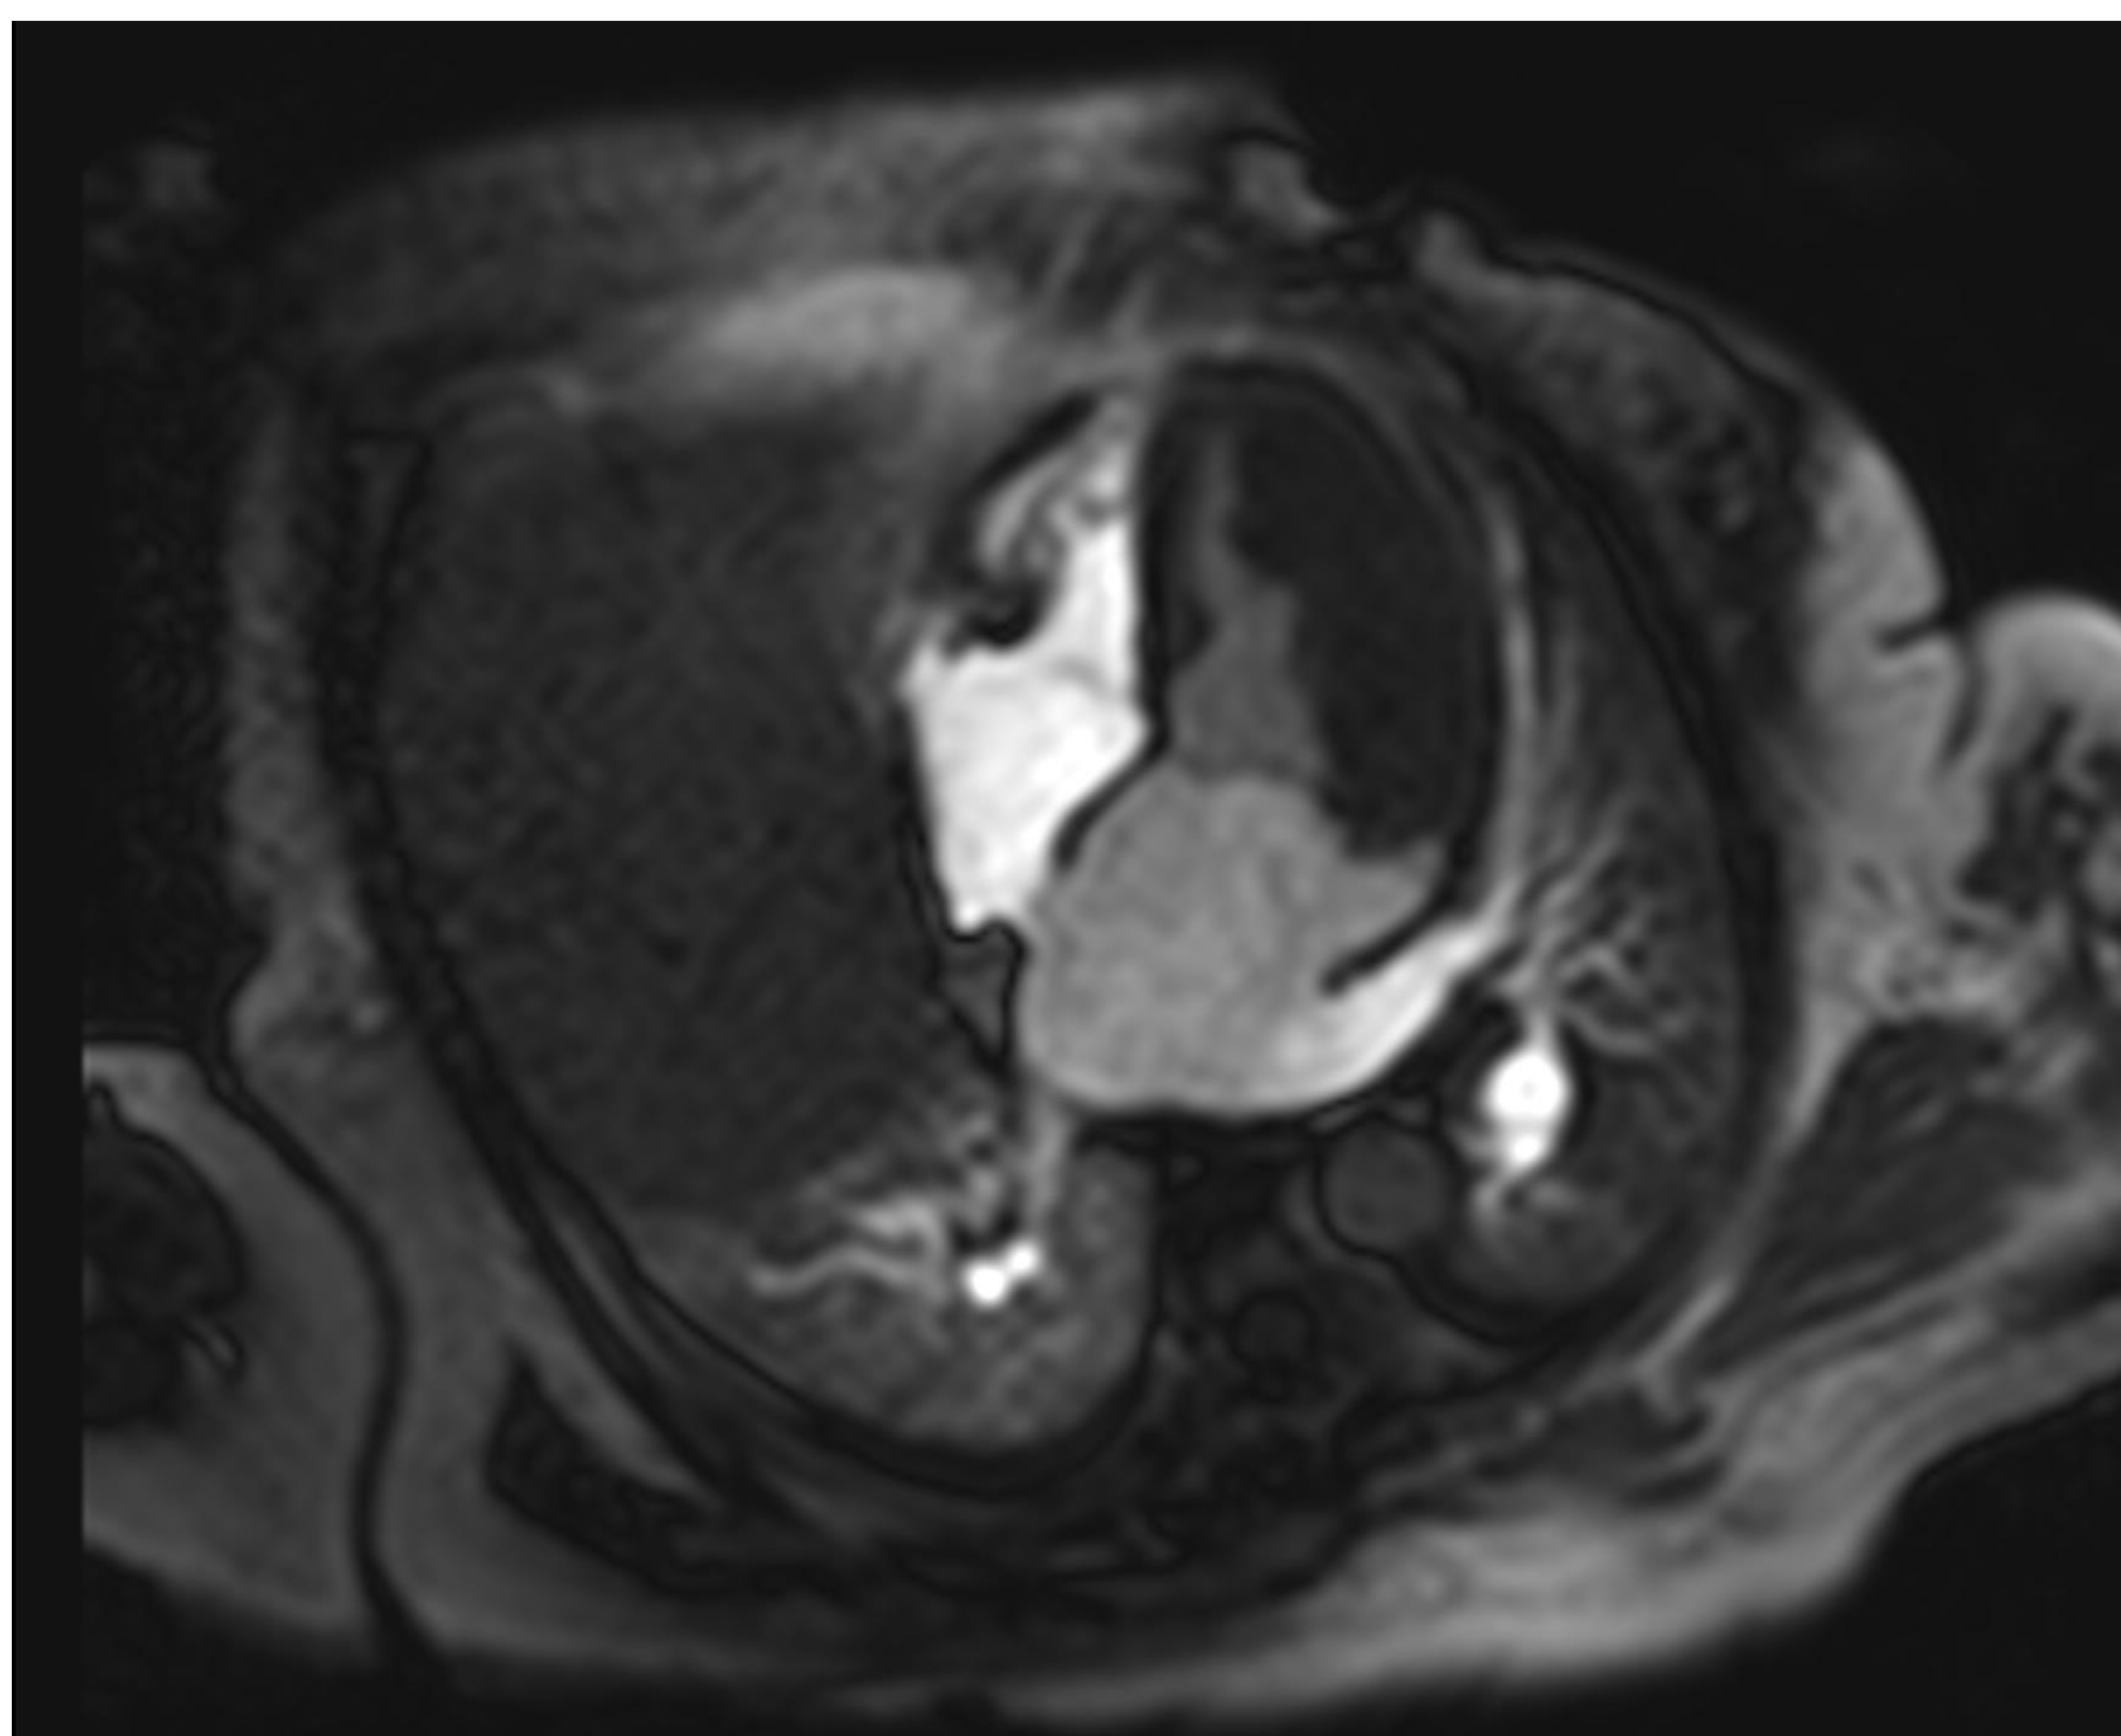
Plano eje corto de RM en secuencia T2, donde se evidencia lesión ligeramente hiperintensa con respecto al miocardio localizada ventrículo izquierdo, compatible con metástasis de melanoma.
